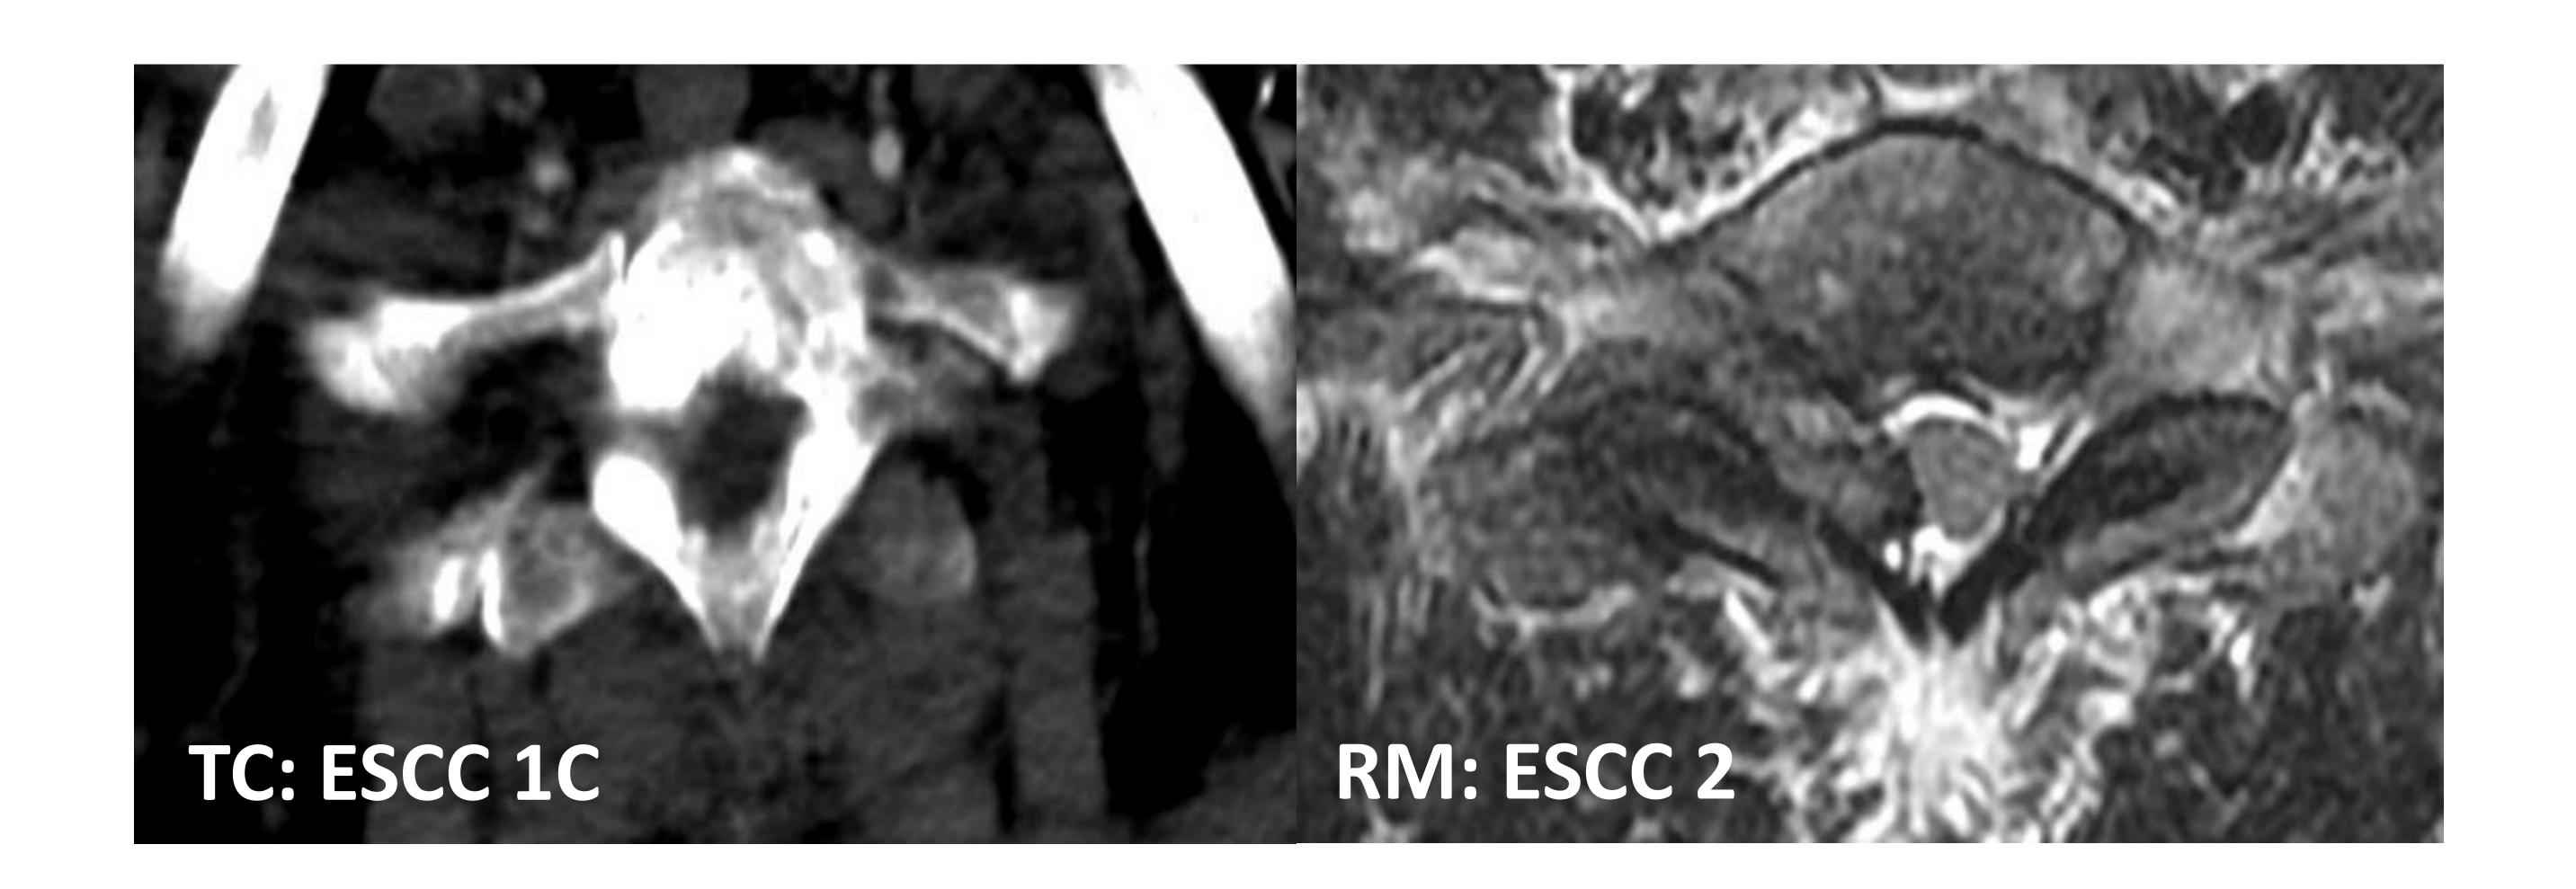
<u>Paciente 7</u>: los resultados de TC y RM no concuerdan: El TC ha infraestimado la lesión; SINS 8 (Indeterminado)
